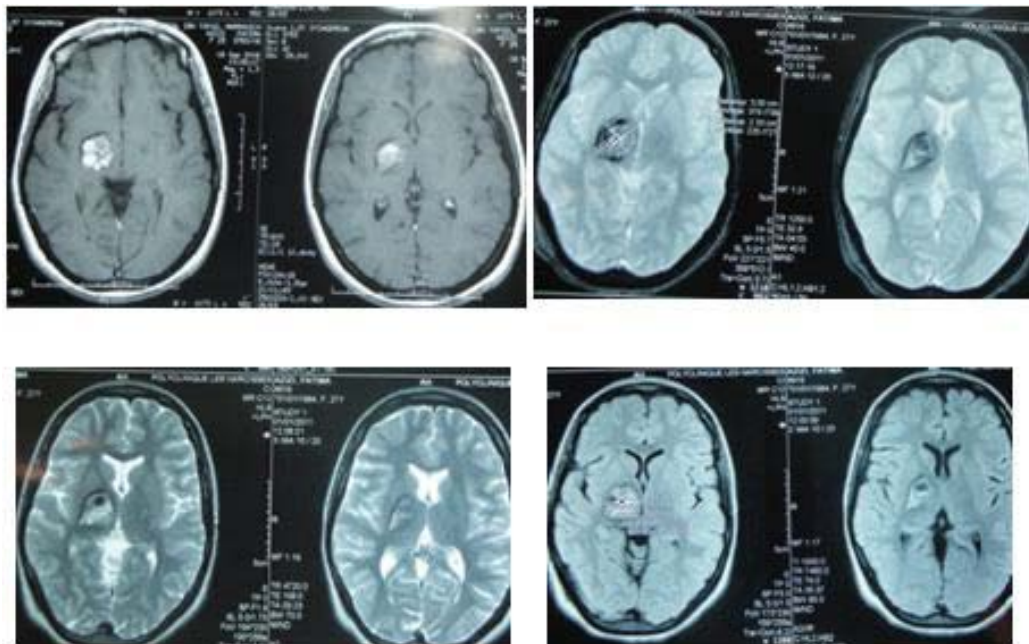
IRM cérébrale montrant un cavernome thalamique droit chez une patiente de 28 ans
